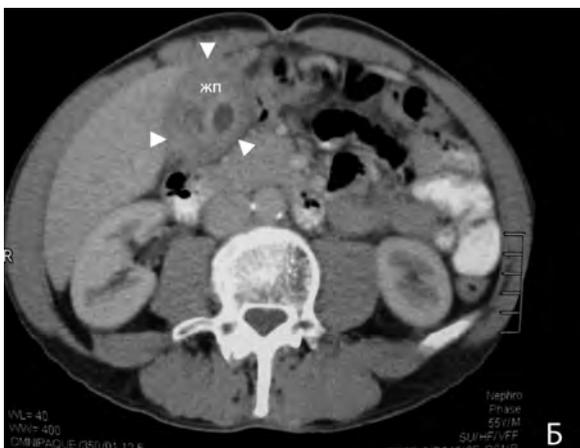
Лимфоплазмочитарный холецистит: А — ЭУС, поперечное сечение желчного пузыря, стенки резко утолщены (короткие стрелки), неоднородны по структуре, просвет сужен; Б — КТ. Стенки желчного пузыря неравномерно утолщены (короткие стрелки), просвет пузыря визуализируется только в выходном отделе; ЖП — желчный пузырь
